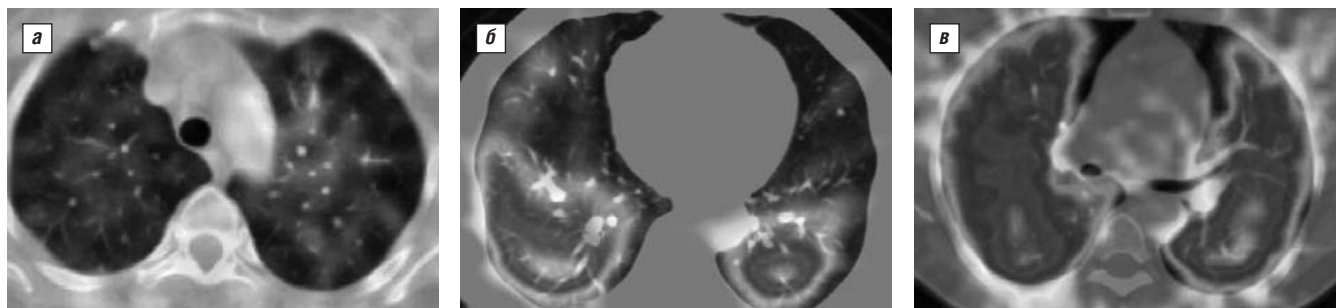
Совмещение образов КТВР и ОФЭКТ легких у больных РА. а – признаки бронхообструкции (гипоперфузия плащевых отделов легких); б – гипоперфузия зоны с проявлениями терминального бронхиолита; в – гипоперфузия зоны с усилением периферического легочного интерстиция
